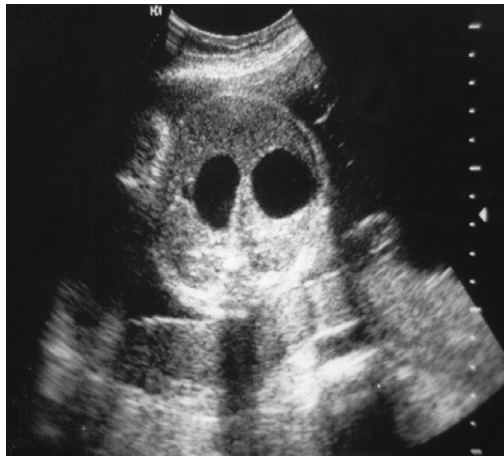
Imagen ultrasonográfica clásica de Doble Burbuja
